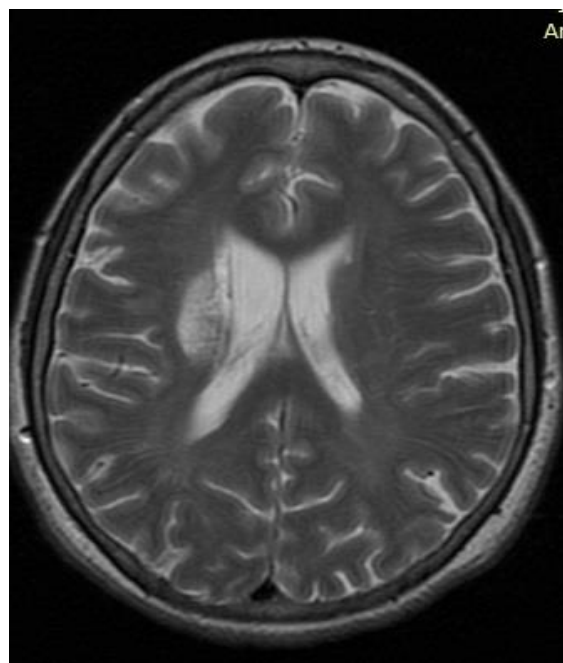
МРТ головного мозга (T2-режим): ИИ в бассейне правой СМА.
